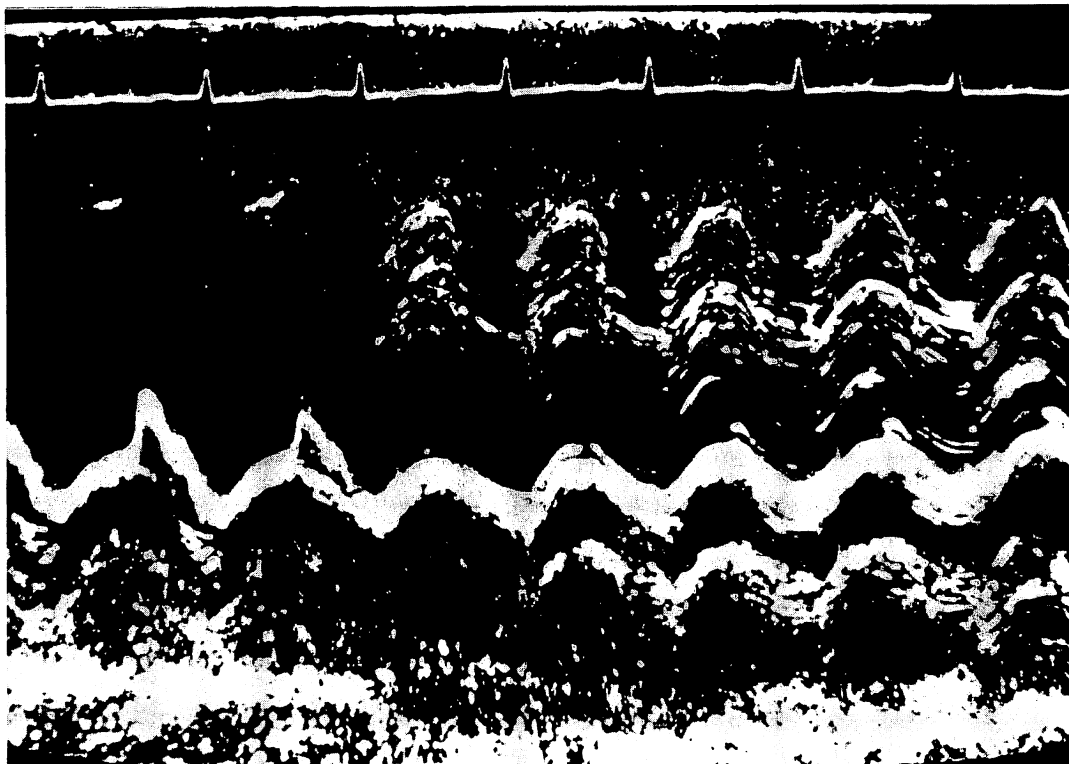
Echocardiographic M-mode scan from a case with aortic insufficiency without dissection.
